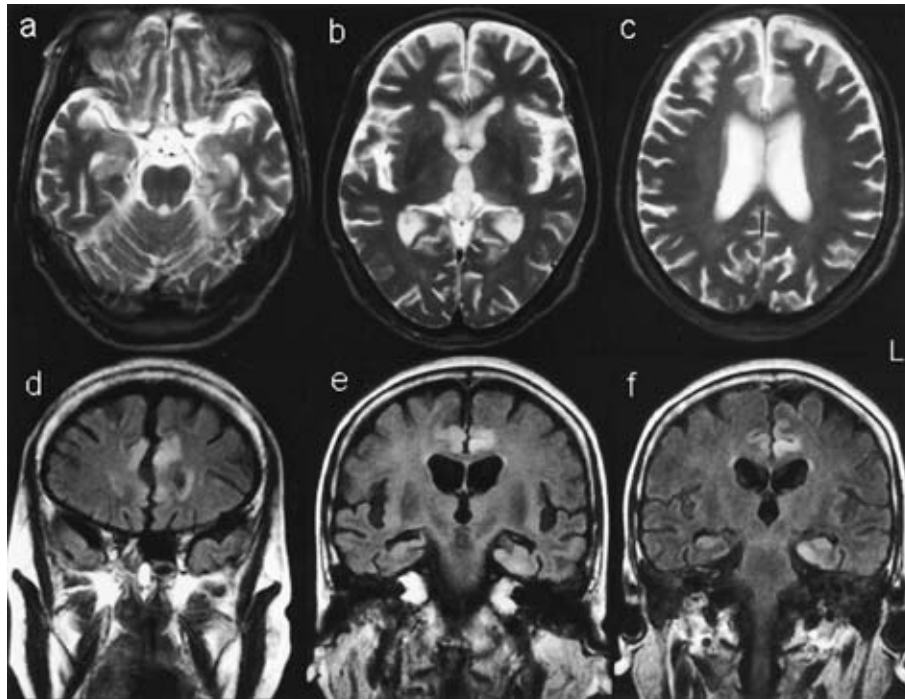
Brain MRI on the 13th hospital day. "L" indicates left side.
